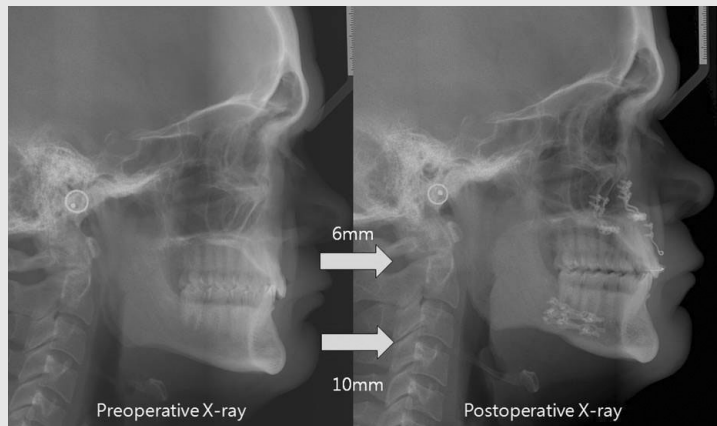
Changes in lateral cephalometric radiography
